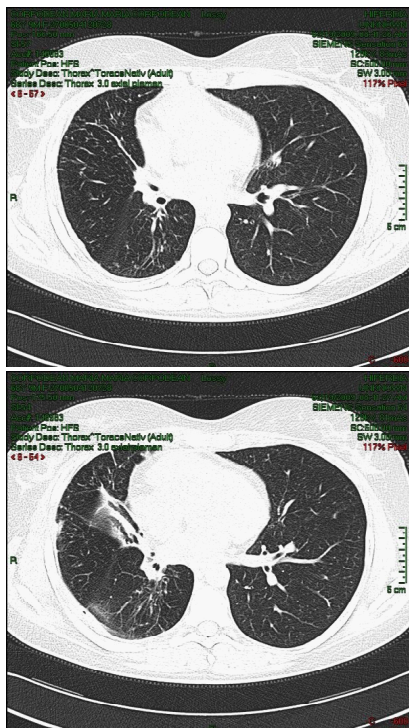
Aspect CT torace control.
